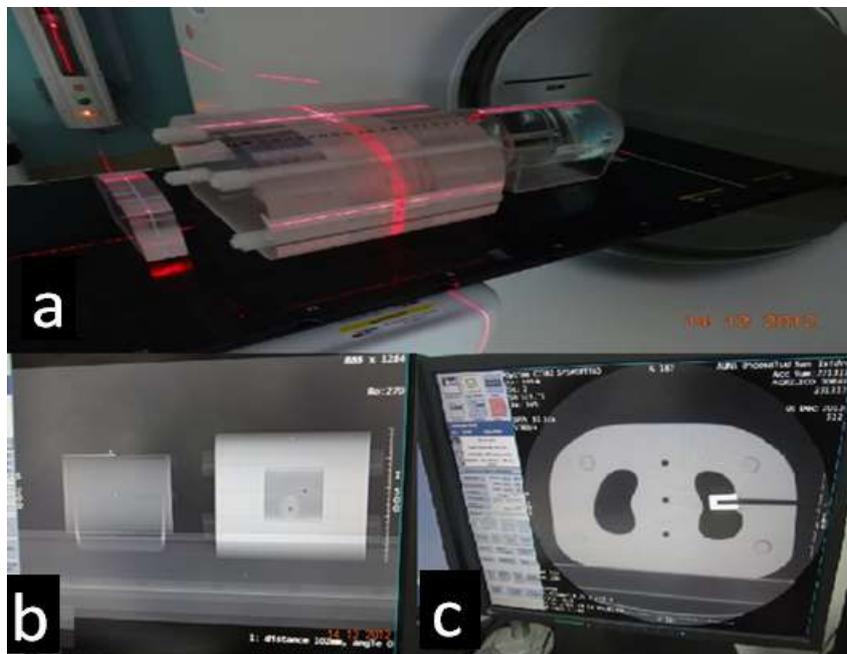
a) Disposición del fantoma en el tomografo, b) vista sagital en el software del tomografo, c) vista axial en el software del tomografo.
